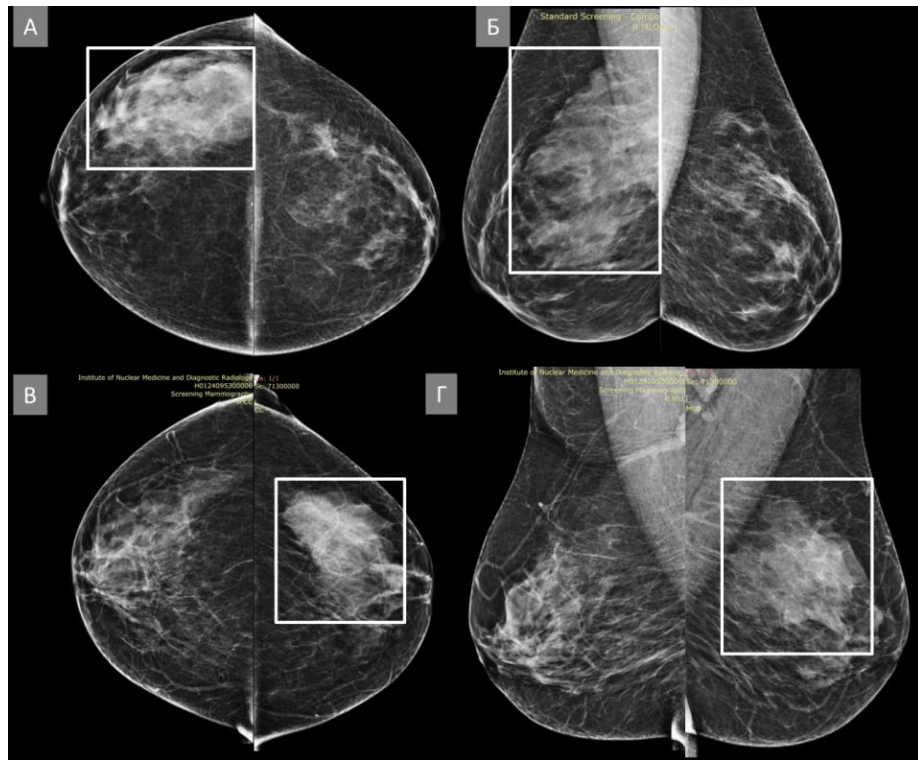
Пацієнтки id:16474 (А,Б) та id:221804 (В,Г). Доброякісні глобальні асиметрії. (А) Білатеральна цифрова рентгенівська мамографія у прямих краніокаудальних проекціях (СС), глобальна асиметрія візуалізується на рівні латеральних квадрантів у правій грудній залозі (білий прямокутник). (Б) Білатеральна цифрова рентгенівська мамографія у косих медіолатеральних проекціях (МЛО), глобальна асиметрія візуалізується на рівні верхніх квадрантів правої грудної залози (білий прямокутник). (В) Білатеральна цифрова рентгенівська мамографія у прямих краніокаудальних проекціях (СС), глобальна асиметрія візуалізується на рівні латеральних квадрантів у лівій грудній залозі (білий прямокутник). (Г) Білатеральна цифрова рентгенівська мамографія у косих медіолатеральних проекціях (МЛО), глобальна асиметрія візуалізується на рівні верхніх квадрантів лівої грудної залози (білий прямокутник).
